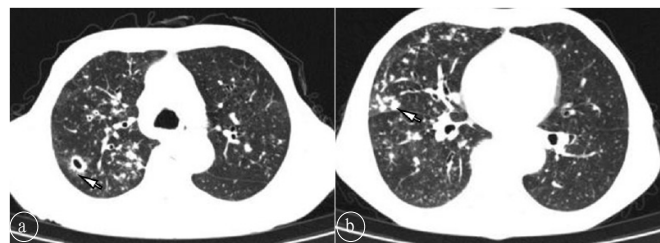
患者男, 70岁, 气道侵袭性肺曲霉病。a. 胸部CT示右肺上叶见厚壁空洞, 空洞内壁光滑, 周围见晕征(白箭), 右上肺支气管壁增厚伴多发结节影; b. 右肺上叶胸膜下见支气管嵌塞、扩张, 呈杵状改变(白箭)及多发小结节影。
